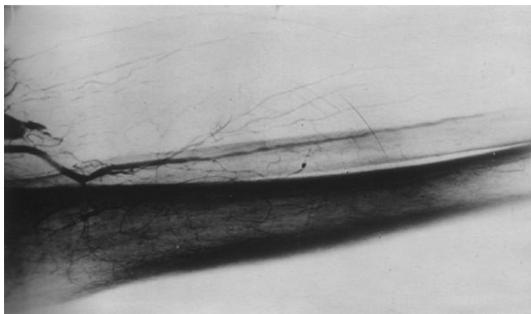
Полная непроходимость *a. tibialis anterior*. Коллатерали не развиты. Фото с рентгенограммы.
